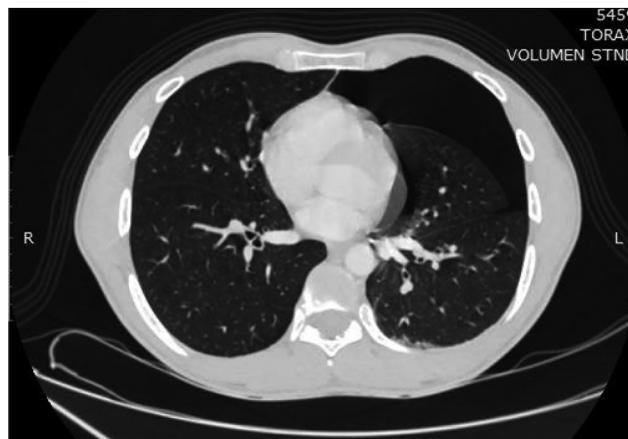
TC de tórax: Neumotórax grado II en el hemitórax izquierdo.
